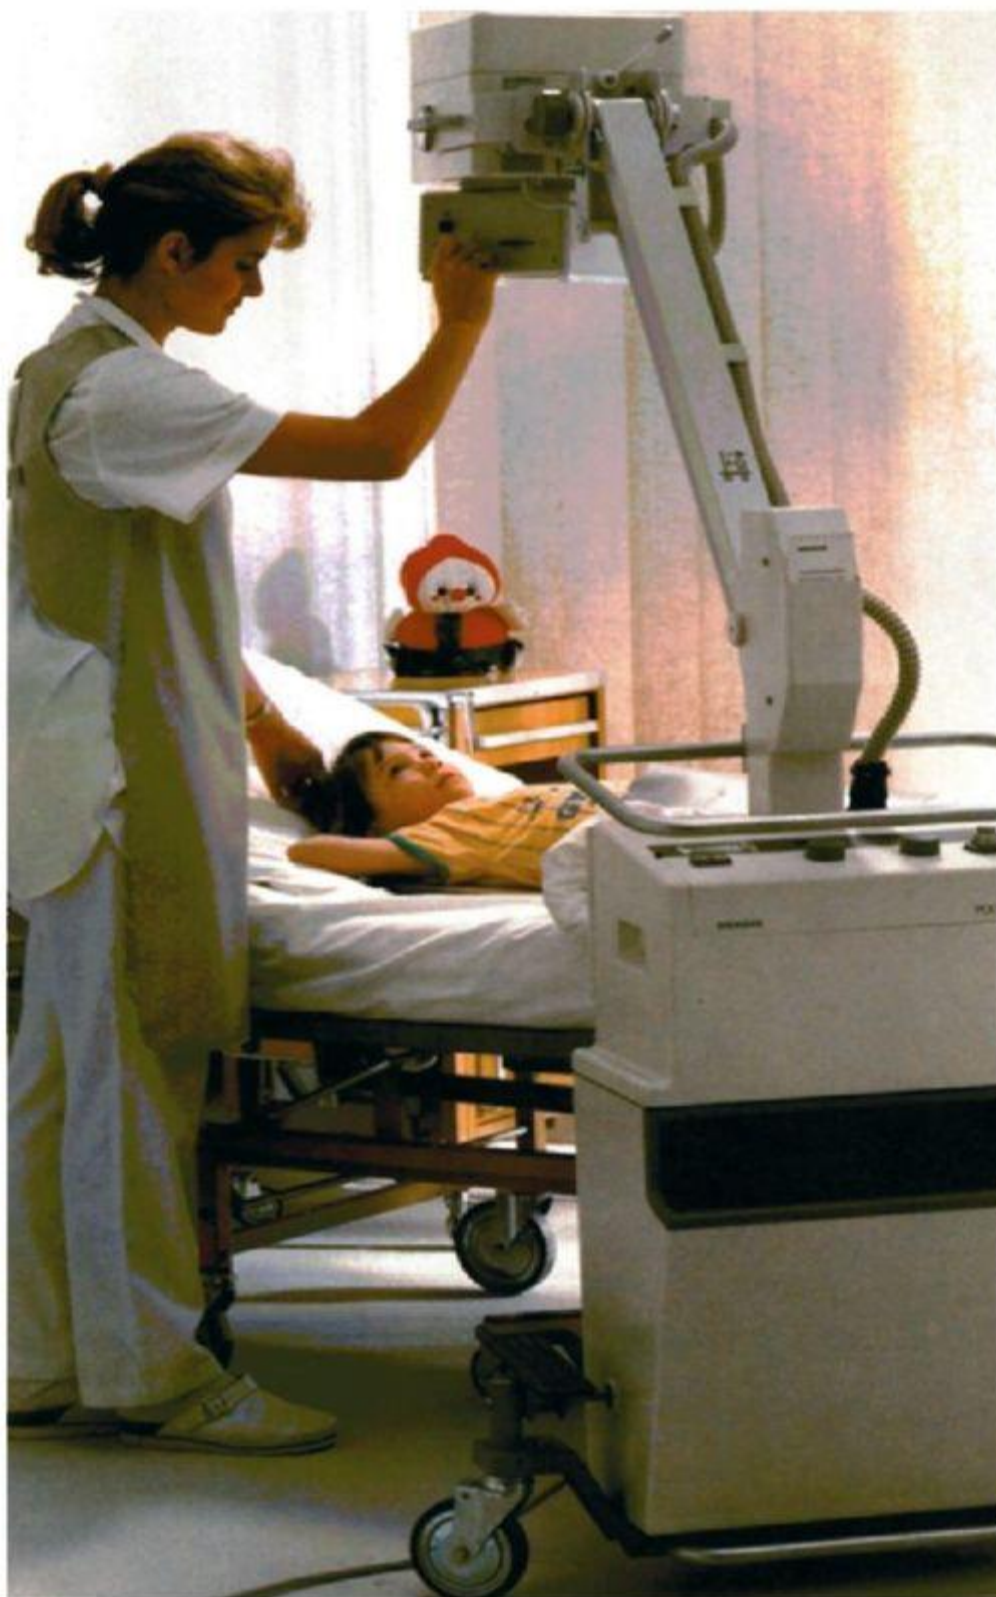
Мобильная рентгеновская установка
